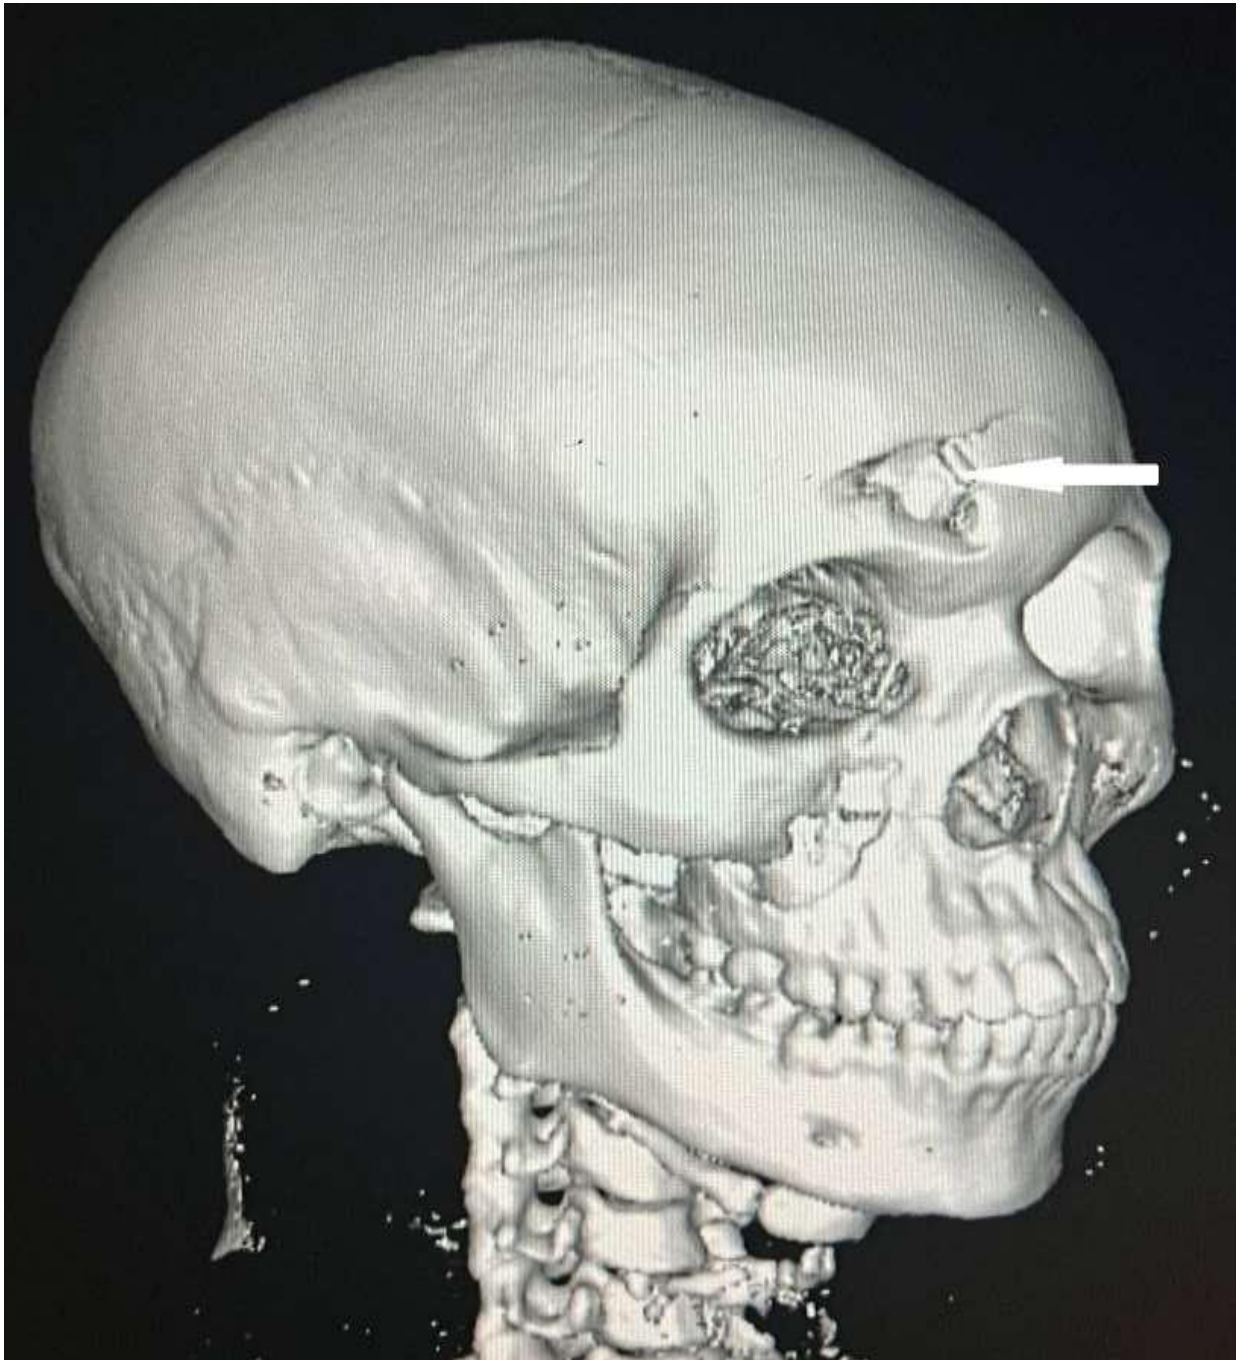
TDM crânio-encéphalique en reconstruction volumique montrant une fracture avec perte de substance osseuse frontale droite (flèche→).
